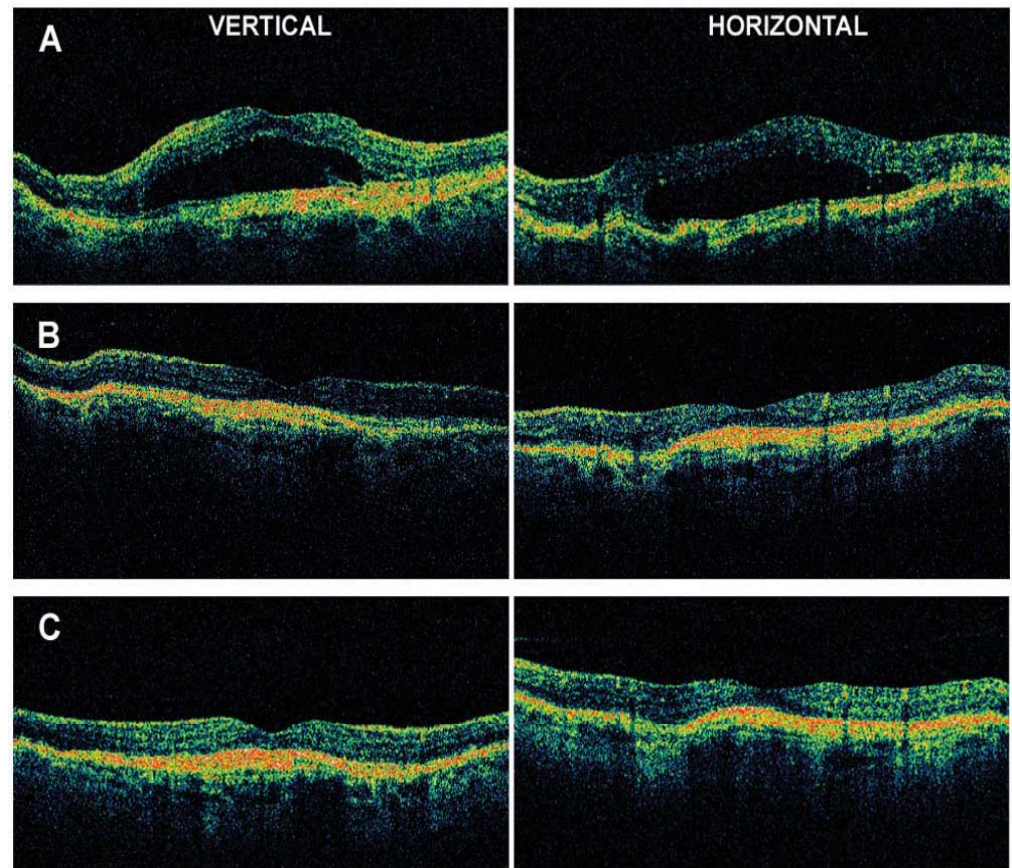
Vertical (left side) and horizontal (right side) 6 mm optical coherence tomography scans and 1 mm central retinal thickness measurements at (A) baseline (582 μ m), (B) week 1 post-injection (180 μ m), and (C) week 4 post-injection (193 μ m).
